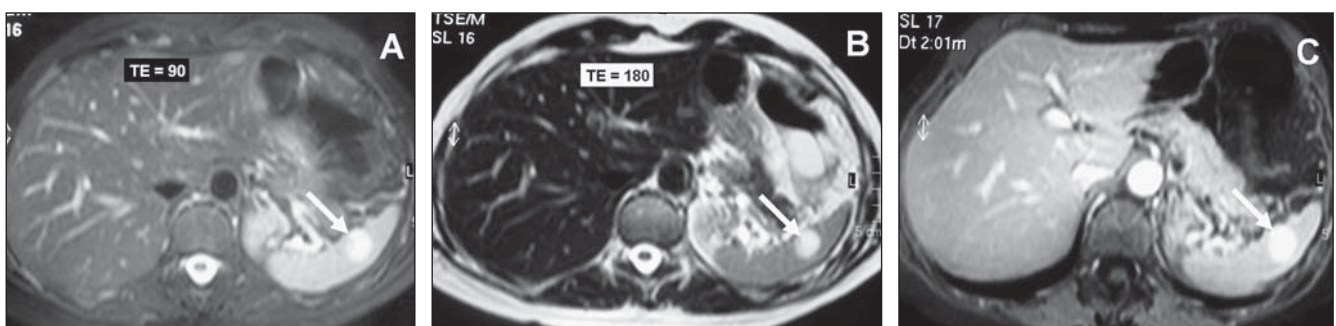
O hemangioma esplênico apresenta comportamento semelhante ao hemangioma hepático à RM, com intenso hipersinal em T2 tanto com tempo de eco curto (A) quanto longo (B) e intensidade de realce semelhante às estruturas vasculares (C).
